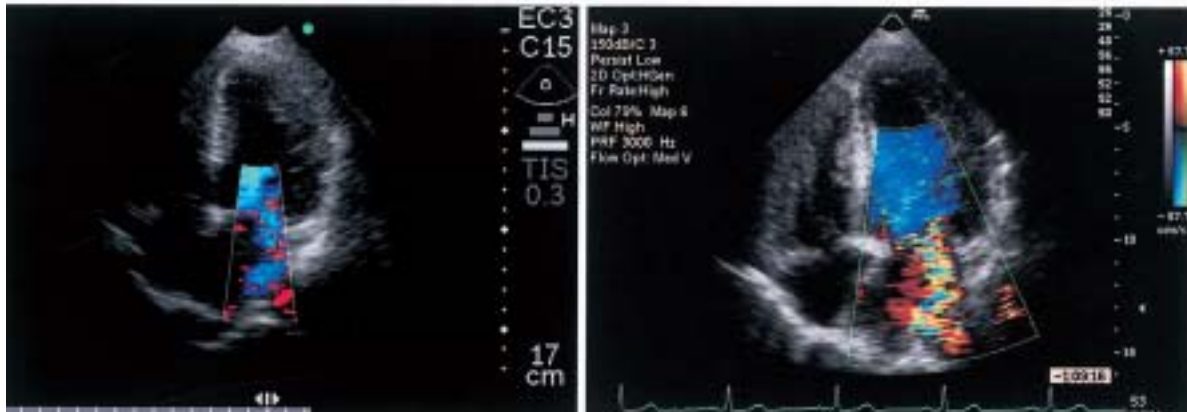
Echocardiograms showing mitral valve regurgitation in the apical four-chamber view by hand-carried echocardiography (left) and standard echocardiography (right)
